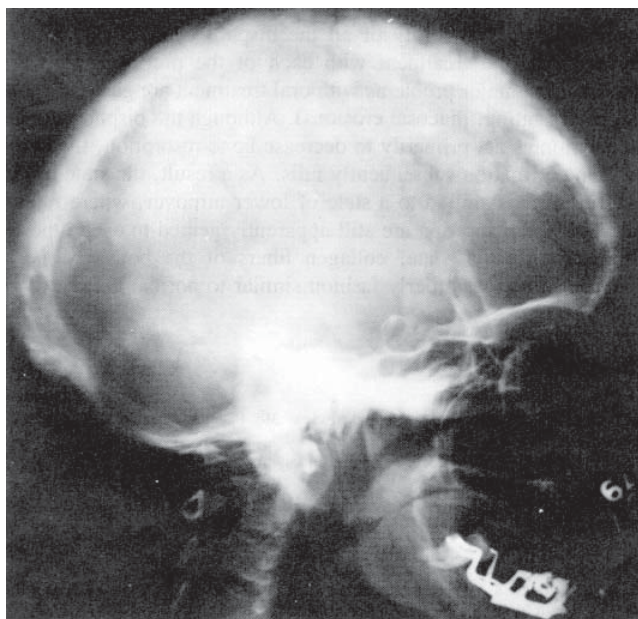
Radiografie de craniu profil, la o femeie în vârstă de 58 de ani cu maladie Paget.
